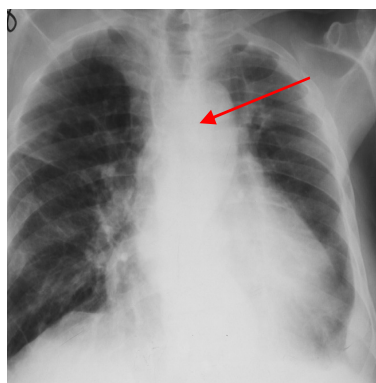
Chest X-ray revealed cardiomegaly with pulmonary congestion with enlarged ascending thoracic aorta (Arrow)
